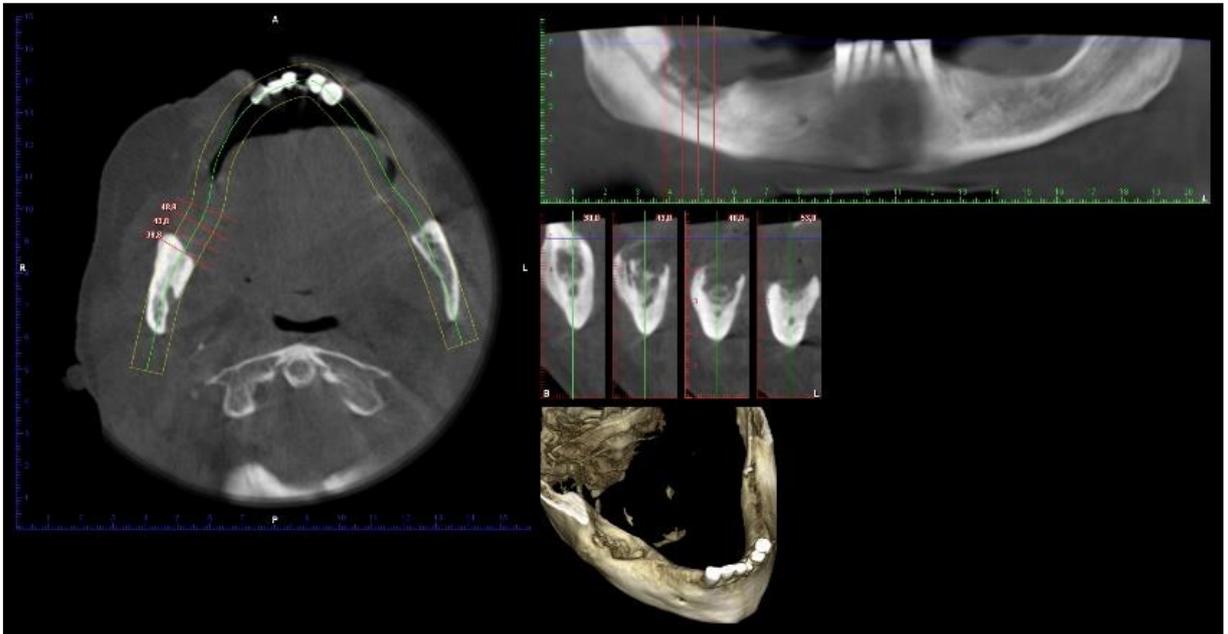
Tomografia Computorizada 3D da paciente: Estado inicial. (junho de 2019)
